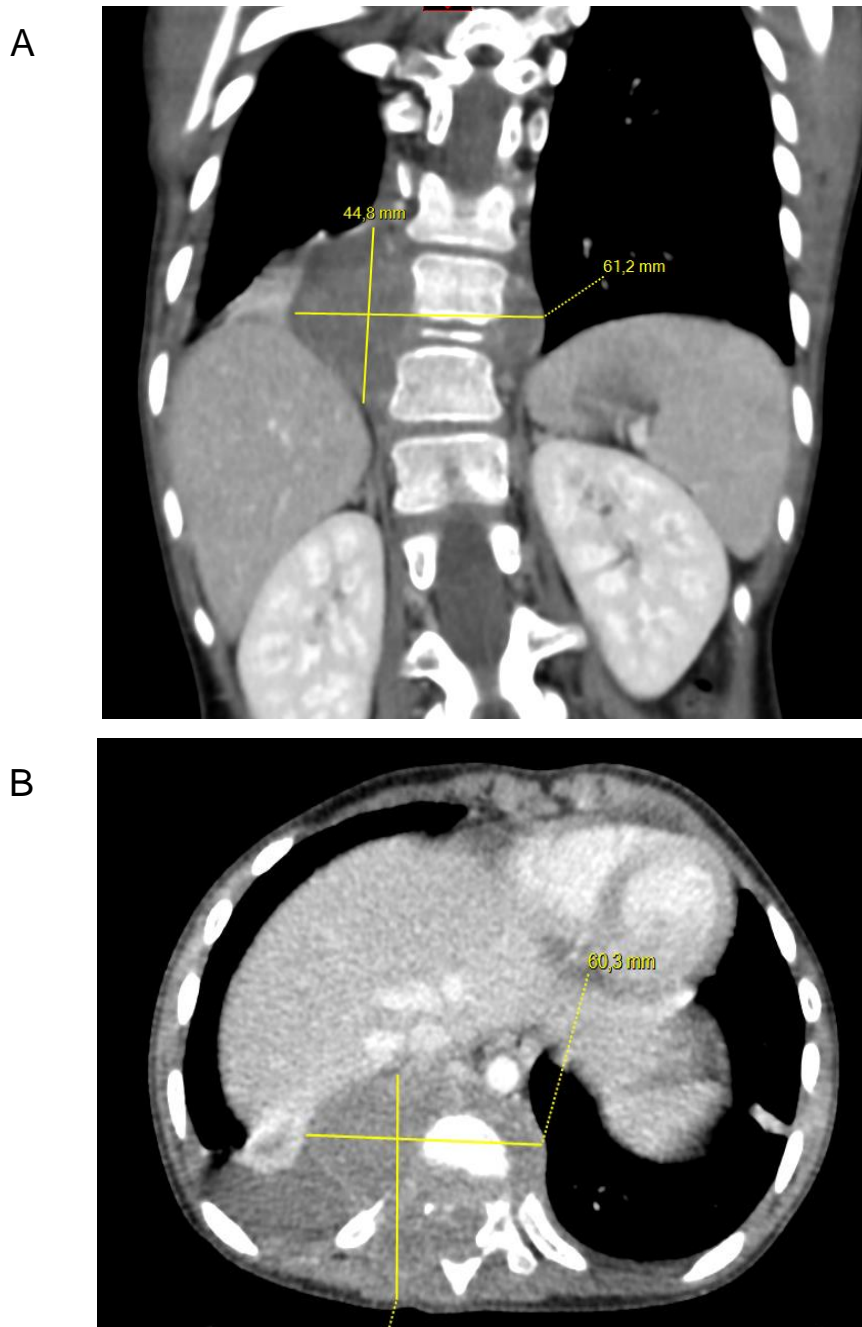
TDM thoraco-abdomino-pelvienne initiale. (A) Coupe coronale (B) Coupe sagittale.
